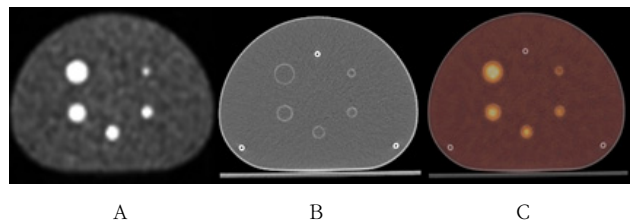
Acquired PET/CT images in the stationary phantom (A: PET image, B: CT image, C: Fusion image)
